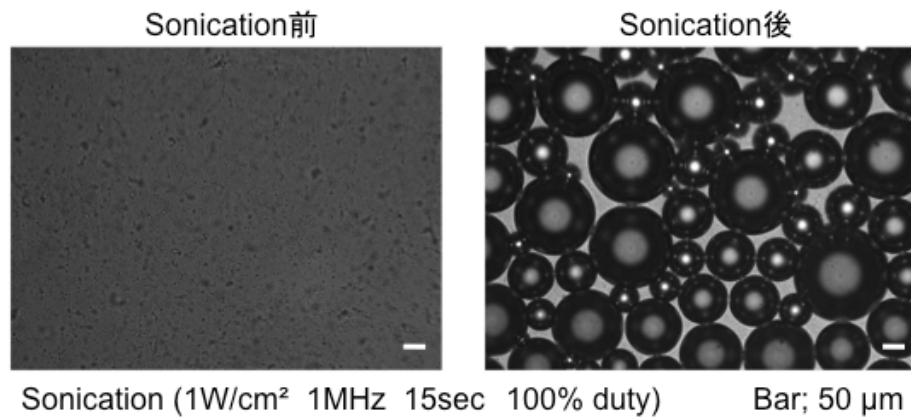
PFP液滴ミセルとドキソルビシン封入TF-バブルリポソームに超音波照射によるガス化
